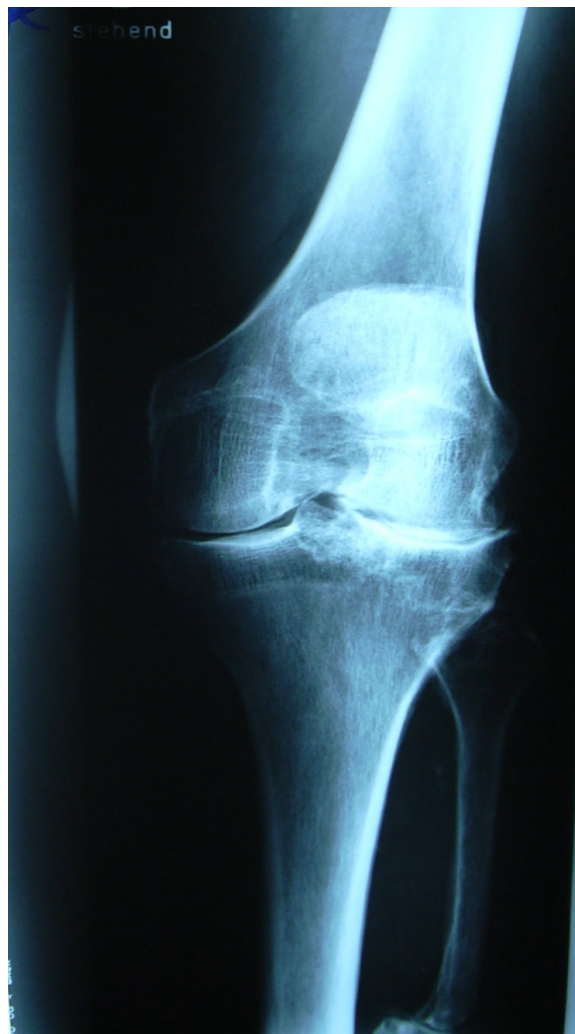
Röntgenaufnahme mit den o.g. typischen Zeichen einer Arthrose, hier am Bild einer lateralen Gonarthrose.
